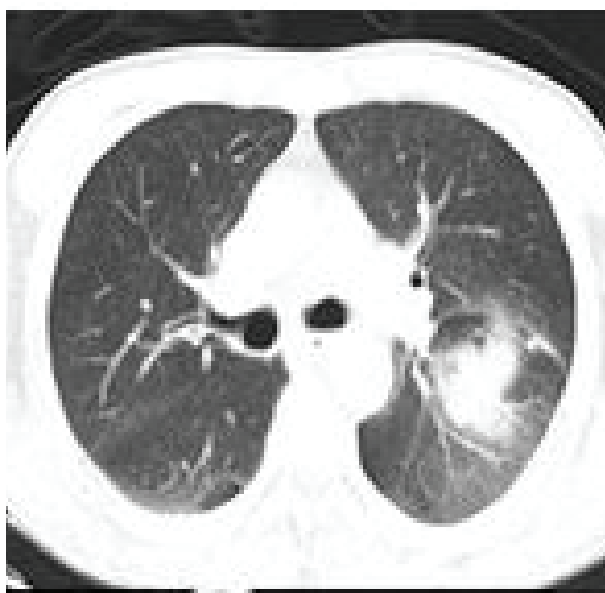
Chest CT scan image of the 2<sup>nd</sup> case
